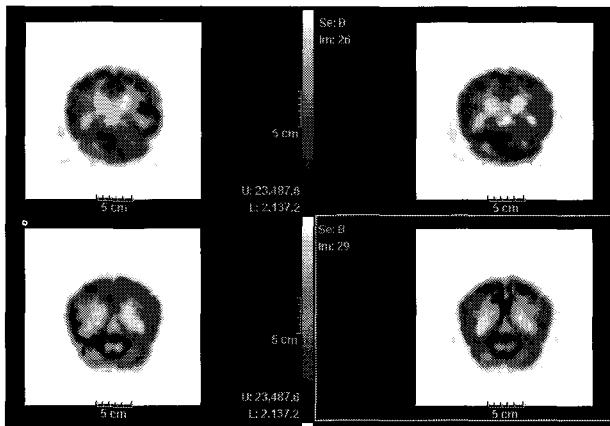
Radiologic finding of case # 10(PET scan, brain-Cerebellum. White matter).
